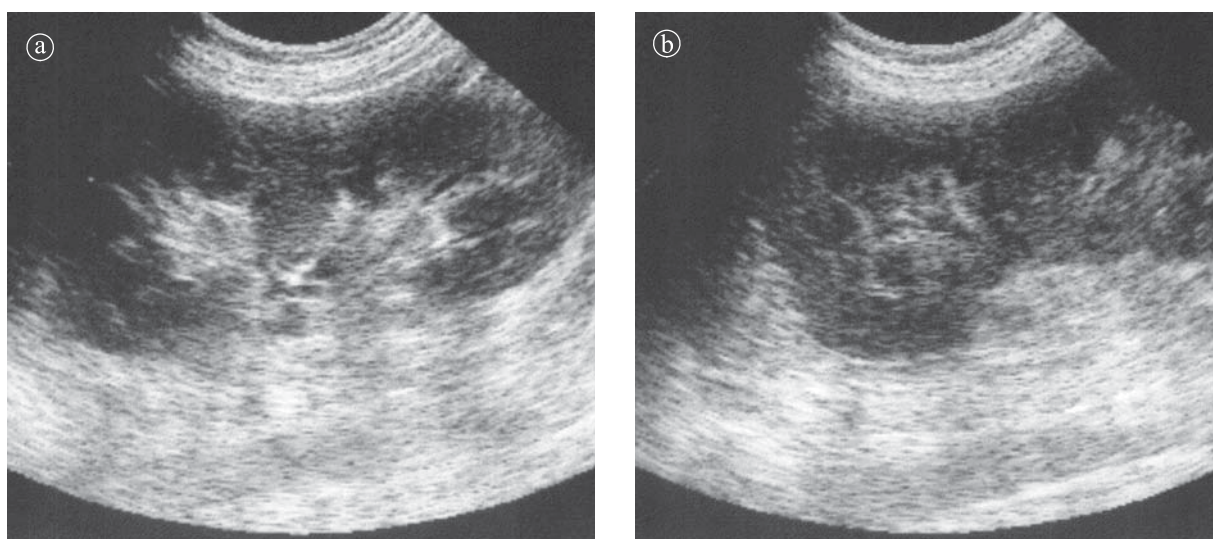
Pielonefrită acută. a ) Ecografie secțiune longitudinală. Mărirea dimensiunilor ariei renale. Imagini hipoecogene multiple la nivelul polului superior care este dilatat. Hipertrofie de coloană Bertin. b) Detaliu.
